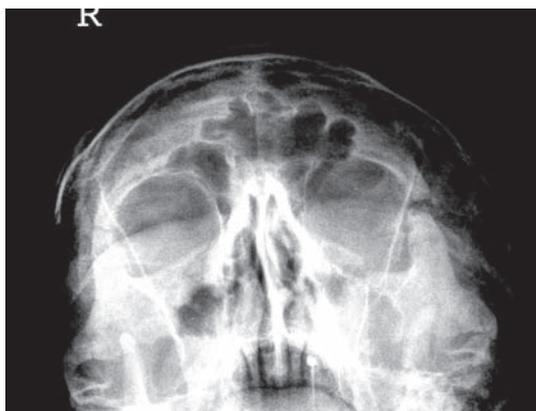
Рентгенограмма черепа в передней носоподбородочной укладке. Выявляется перелом нижней стенки правой глазницы без деформации нижнеглазничного края. Перелом левой скуловой кости «в трех точках» со смещением книзу. Повреждены наружная и нижняя стенки орбиты, скулоальвеолярный гребень. Двусторонний гемосинус верхнечелюстных пазух.
